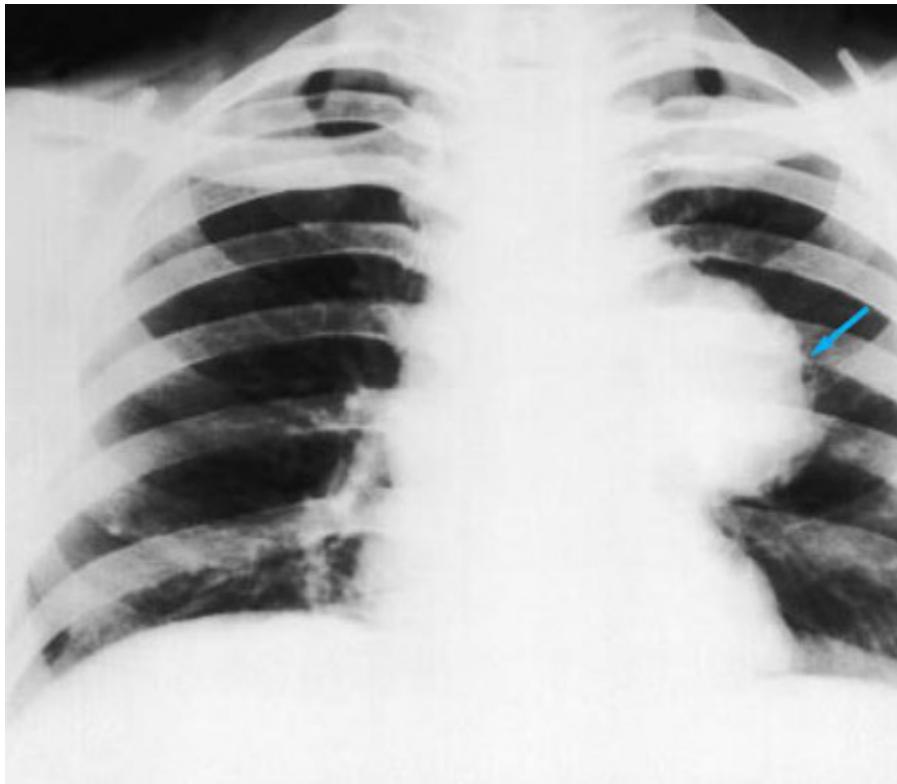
Radiografia torácica mostrando carcinoma hilar esquerdo (seta)
